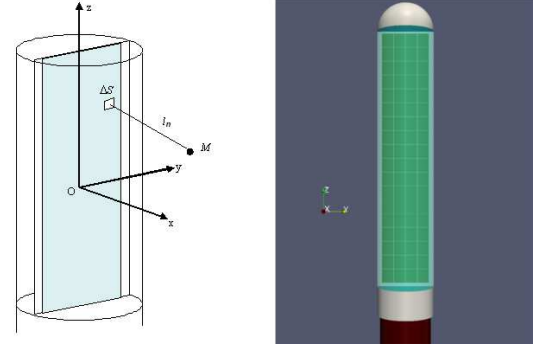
Géométrie de la sonde ultrasonore et système de coordonnées (gauche). Géométrie et repère de la sonde 64 éléments (droite). Image issue de [4].
